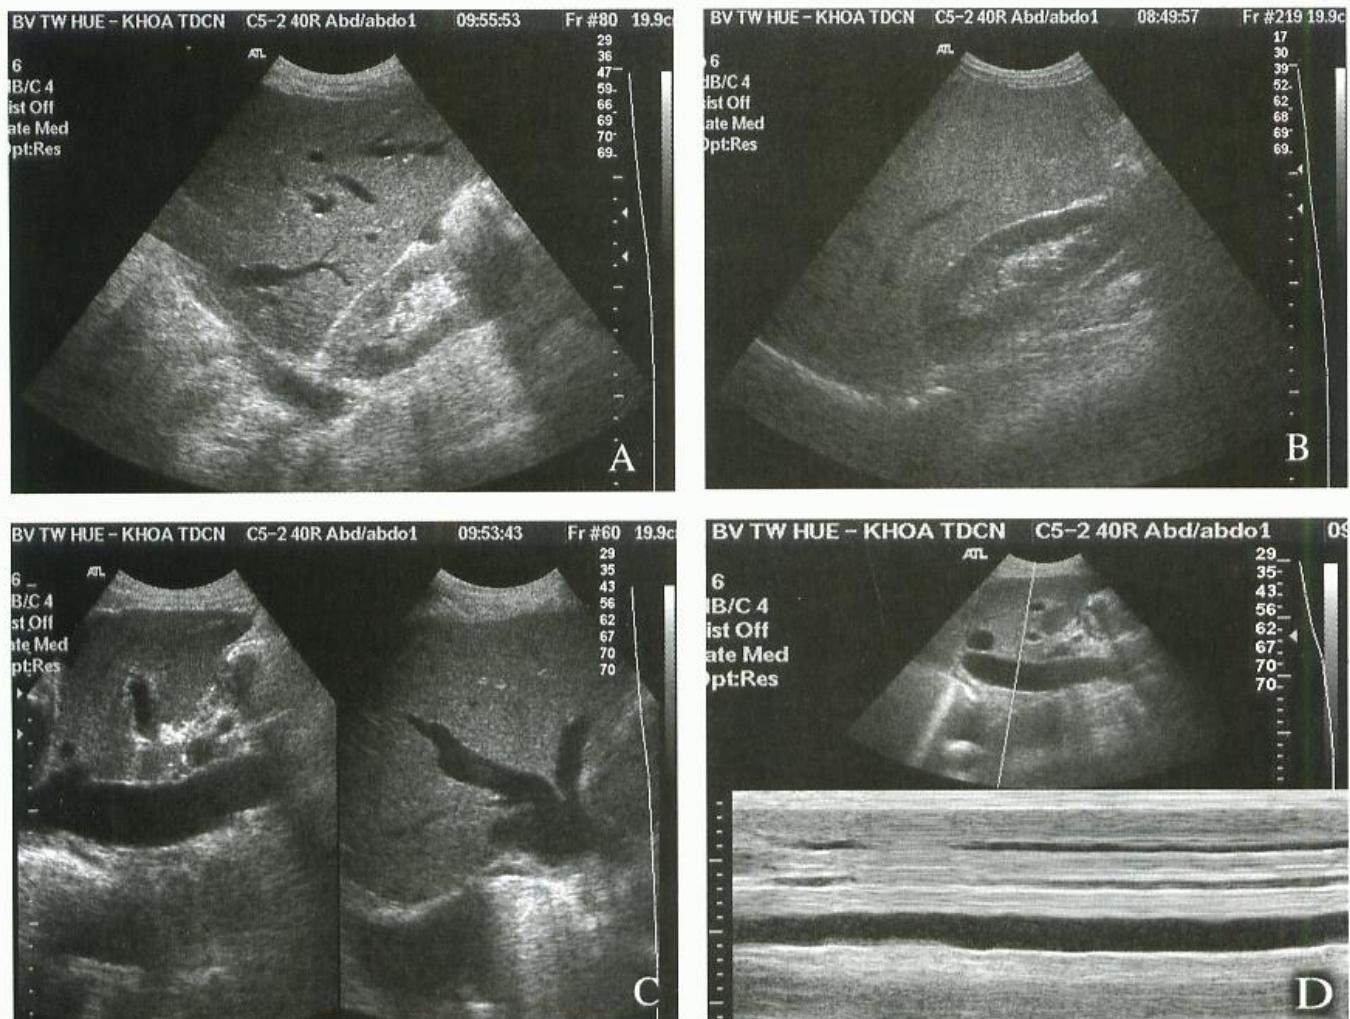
Mất tính tương lực của TMG trong gan nhiễm mỡ, phổ Doppler của TMG trên nền gan nhiễm mỡ có dạng một pha.
